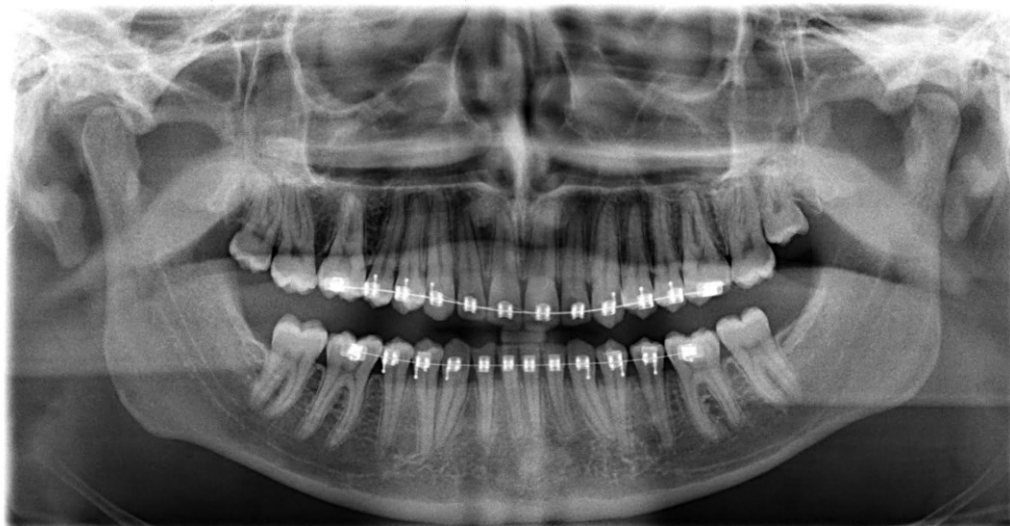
Ortopantomografia inicial
